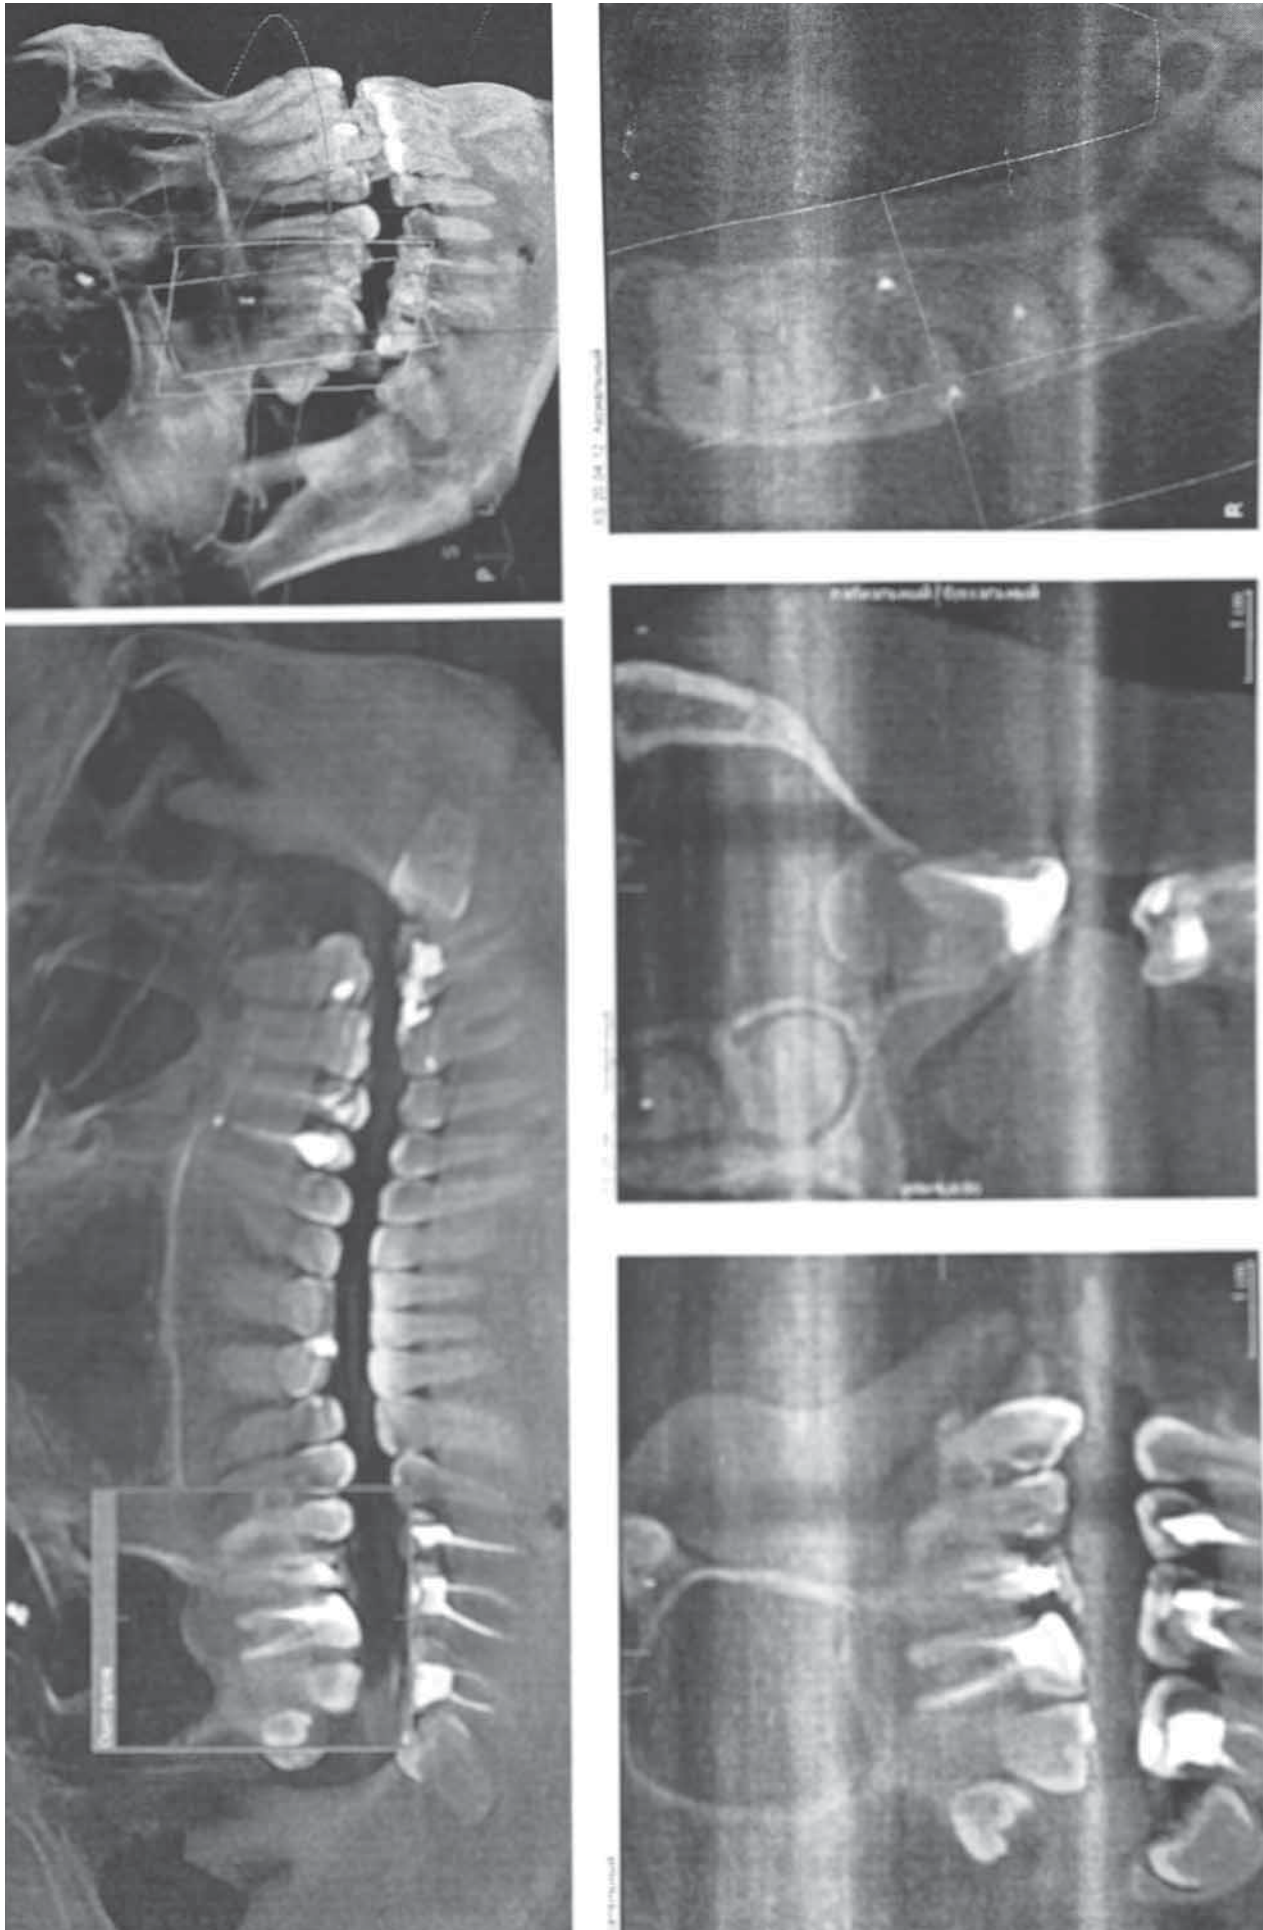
Рентгенологическая картина радикулярной кисты 16-го зуба.
